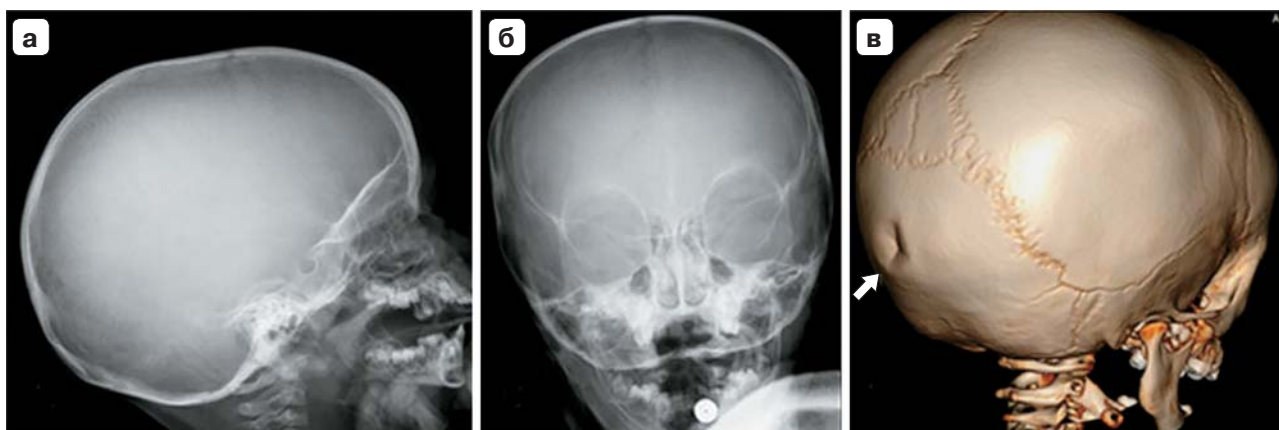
Мальчик 1 год 6 мес. Со слов матери дома ребенок упал со стула, ударился затылком, сознание не терял, рвоты не было. После травмы отмечалась вялость, сонливость. Мать обнаружила вдавление свода черепа в области затылочной кости слева. Рентгенография черепа в двух стандартных проекциях (а, б) костно-травматических изменений не выявила, 3D-реконструкция КТ (в) – в затылочной кости четко визуализируется вдавленный перелом типа пинг-понг (стрелка).
